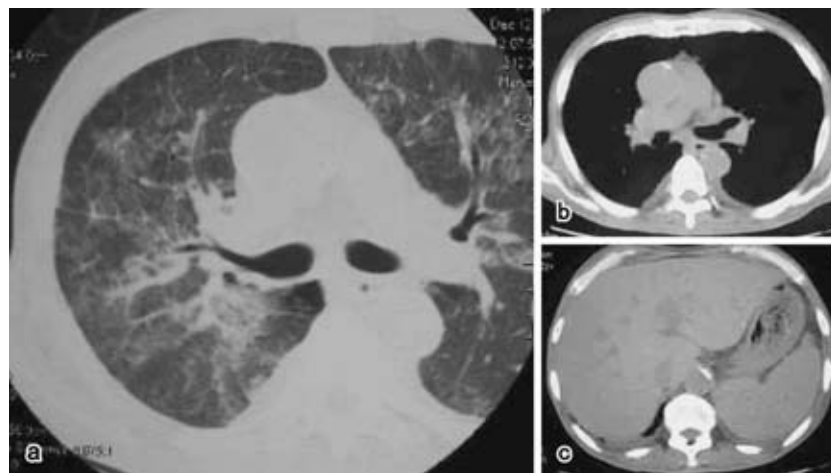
High-resolution CT on admission shows predominant ground-glass opacity with thickening along the interlobular septa and bronchovascular bundles (a). There is bilateral mild pleural effusion and hepatosplenomegaly (c), but no hilar and mediastinal lymphadenopathy (b).
